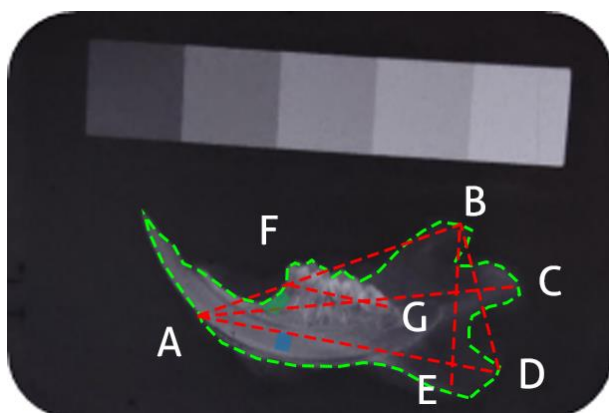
Mediciones realizadas en radiografía
